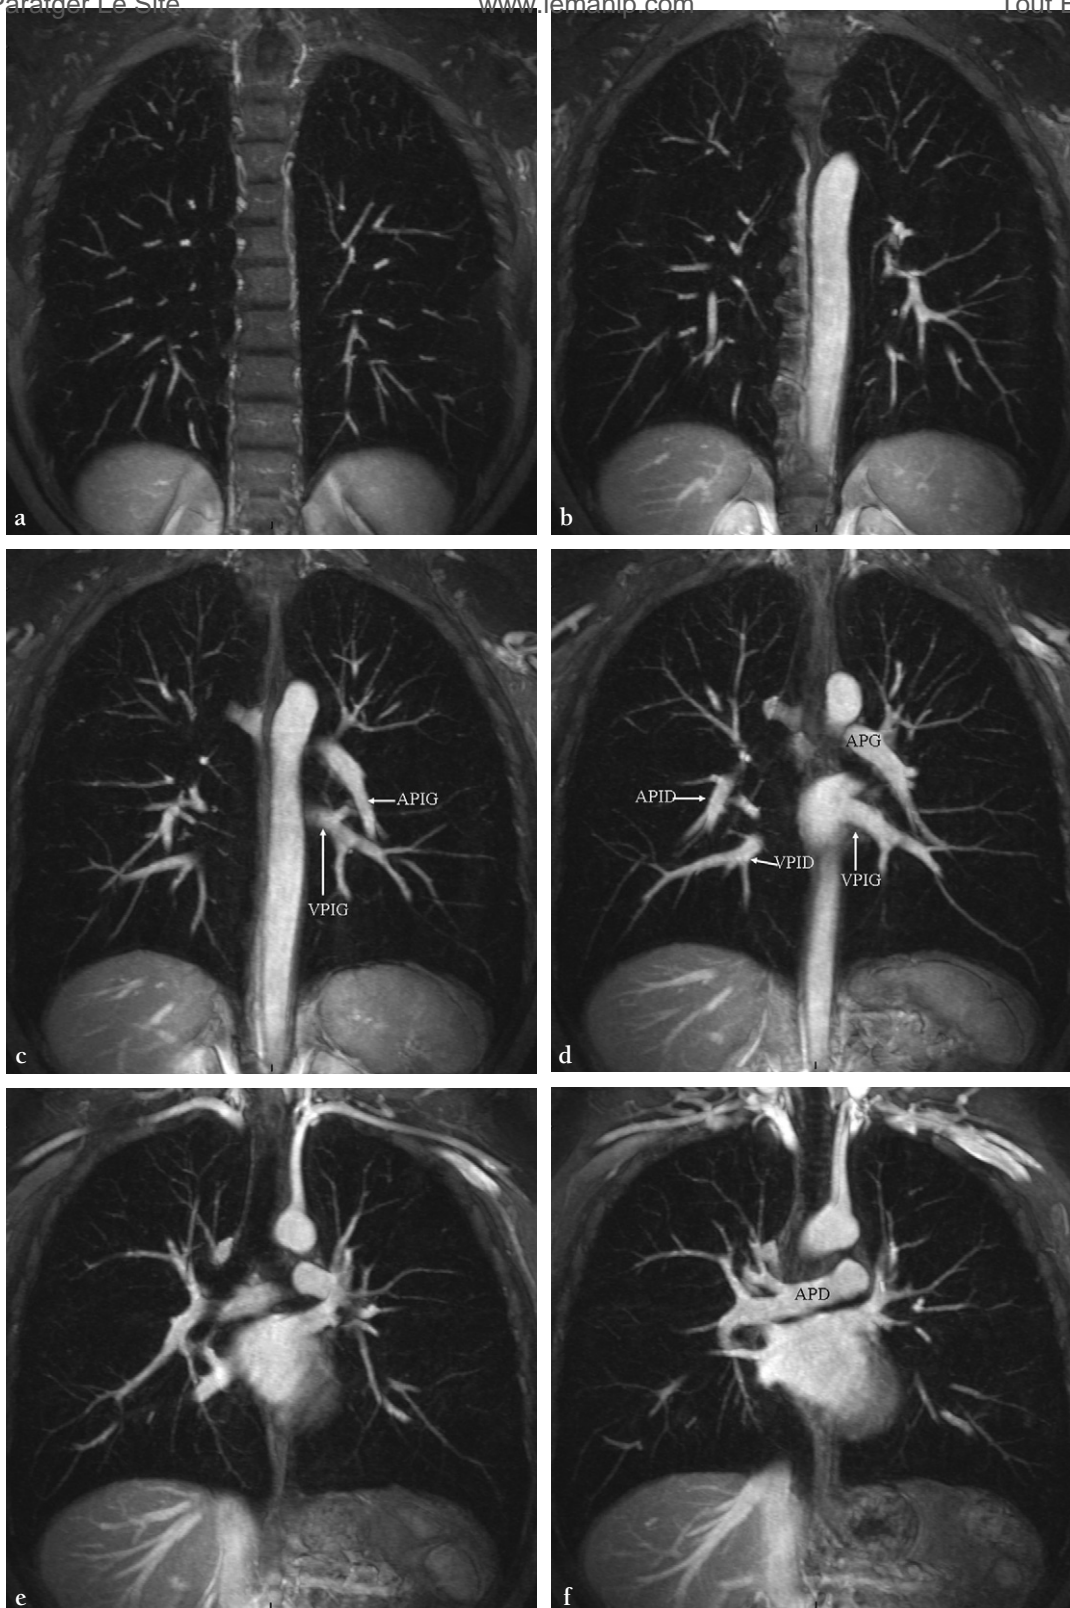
Angio-IRM avec injection de contraste au temps tardif dans le plan coronal d'arrière en avant (a vers f), montrant la bonne résolution spatiale et en contraste de cette acquisition en apnée de 22 secondes. APD = artère pulmonaire droite, APG = artère pulmonaire gauche, APID = artère pulmonaire interlobaire droite, APIG = artère pulmonaire lobaire inférieure gauche, VPID = veine pulmonaire inférieure droite, VPIG = veine pulmonaire inférieure gauche.
